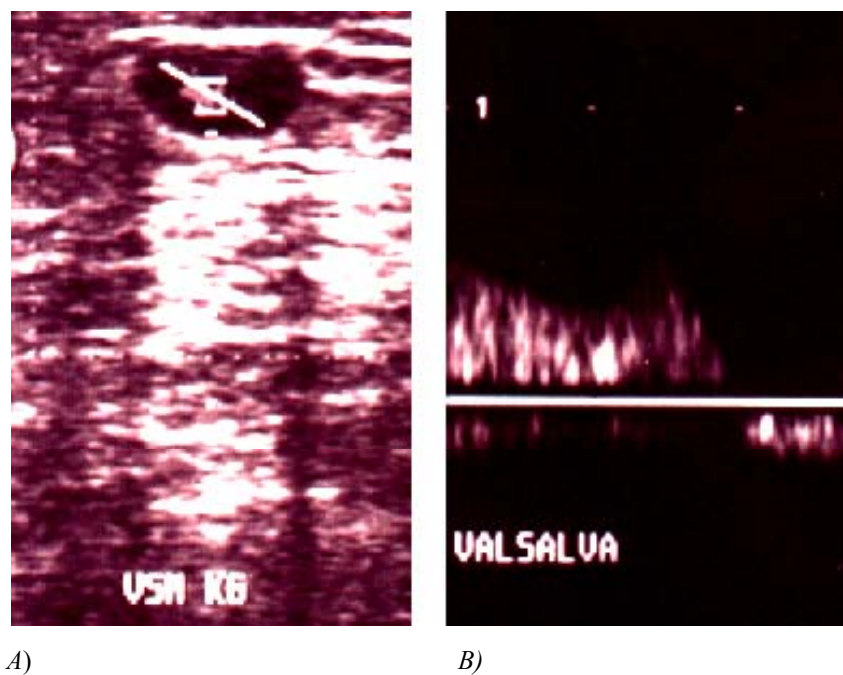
Duplexsonographische funktionelle Diagnostik einer insuffizienten Vena saphena magna Höhe Kniegelenk: A) Platzieren und Ausrichten des Schallsignals auf das Venenlumen B) Dopplersignal unter Valsalva-Pressmanöver
